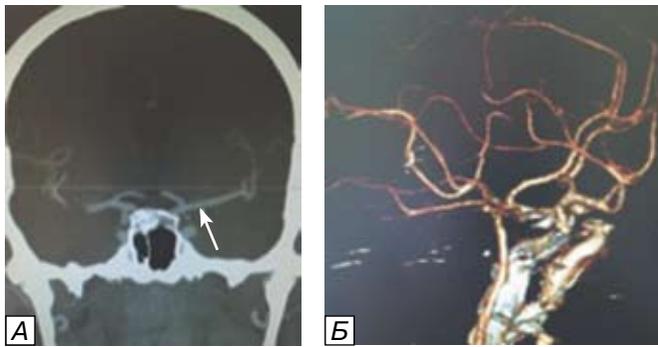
КТ-ангиография головного мозга больного К. А) во фронтальной плоскости и Б) в ангиографическом режиме. Выявлена мешотчатая аневризма в устье задней соединительной артерии справа (стрелка).
